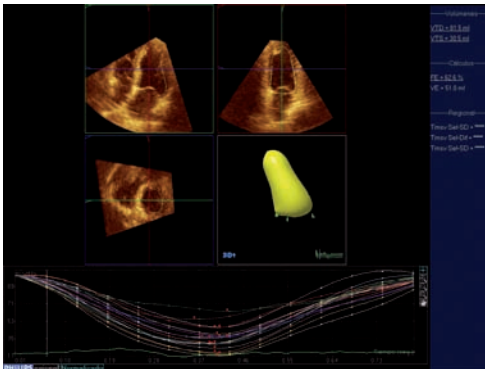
Reconstrucción del VI mediante ecocardiografía 3D. Representación del volumen segmentario a lo largo del ciclo cardíaco.*
